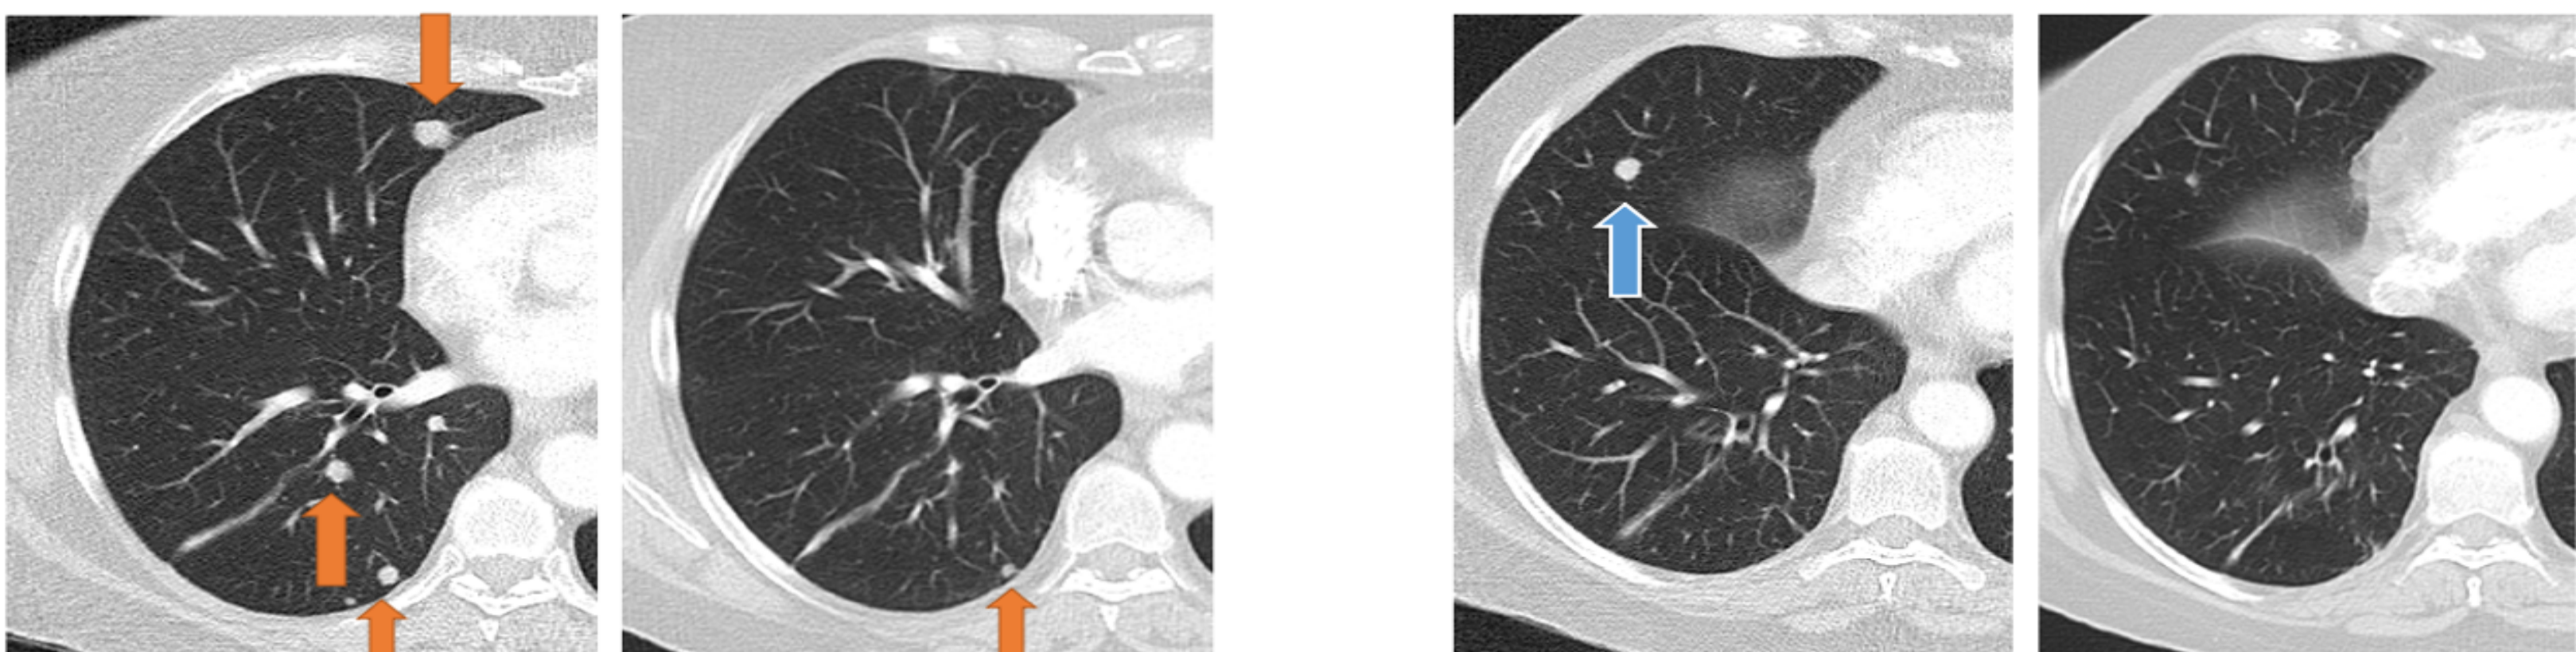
Respuesta de las metástasis pulmonares tras 6 meses de tratamiento (Encorafenib y Cetuximab). Comparación de diferentes cortes del TAC toraco-abdominal del 03/06/20 y 12/09/20, señaladas mediante flechas las lesiones con mayor respuesta, se objetiva incluso la respuesta completa en algunas de ellas.
